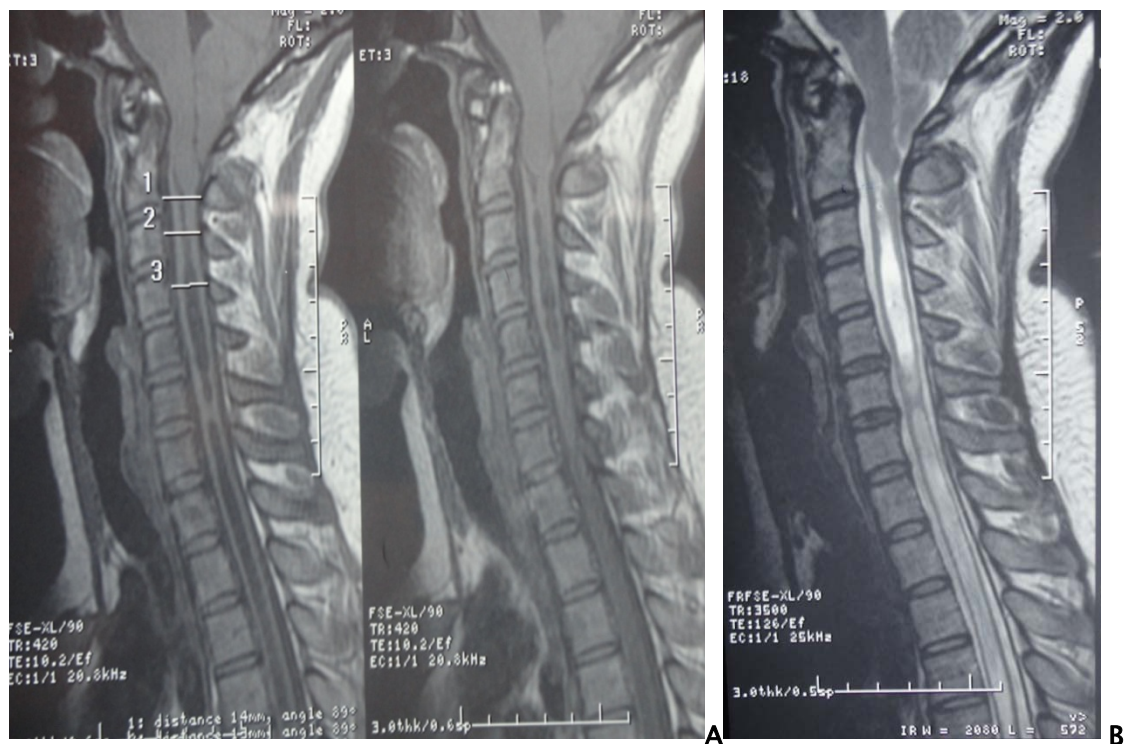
L'IRM préopératoire montrant une syringomyélie étendue sur malformation d'Arnold Chiari type 1. (A : séquence pondérée T1. B : séquence pondérée T2).
